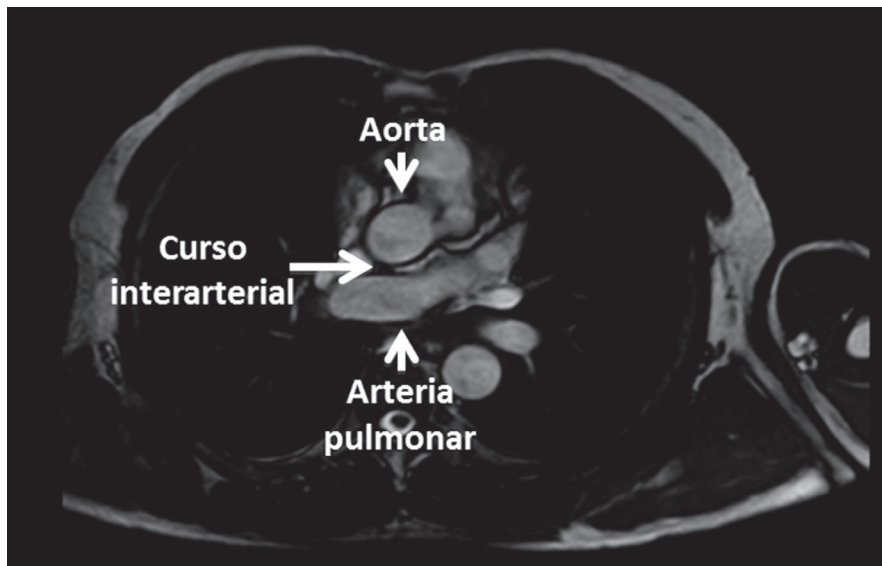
Resonancia magnética cardíaca. Se observa el origen anómalo de la coronaria izquierda en el seno derecho con trayecto interarterial, entre la aorta y la arteria pulmonar
